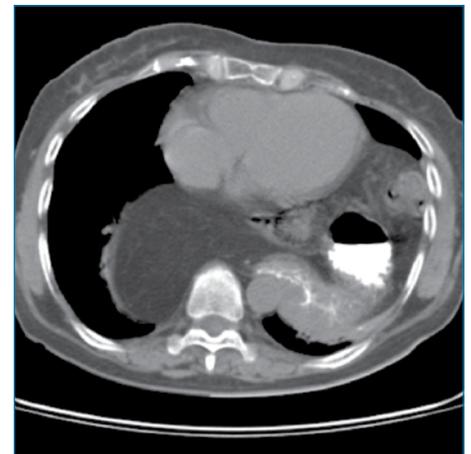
TAC con medio de contraste en la que se aprecia hernia hiatal tipo IV, cuyo saco localizado en tórax aloja el estómago, asas de intestino delgado y epiplón en su interior.
